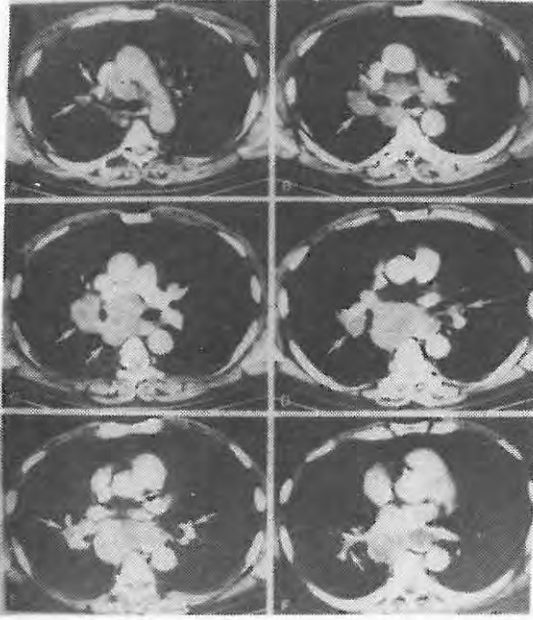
BT kesitlerinde orta ve ön mediasteni tamamen dolduran, trakea ve ana bronşları daraltan, vasküler yapıları çevreleyen, yer yer hypodens nekroz alanları içeren, lobüle konturlu kitle izlenmektedir
